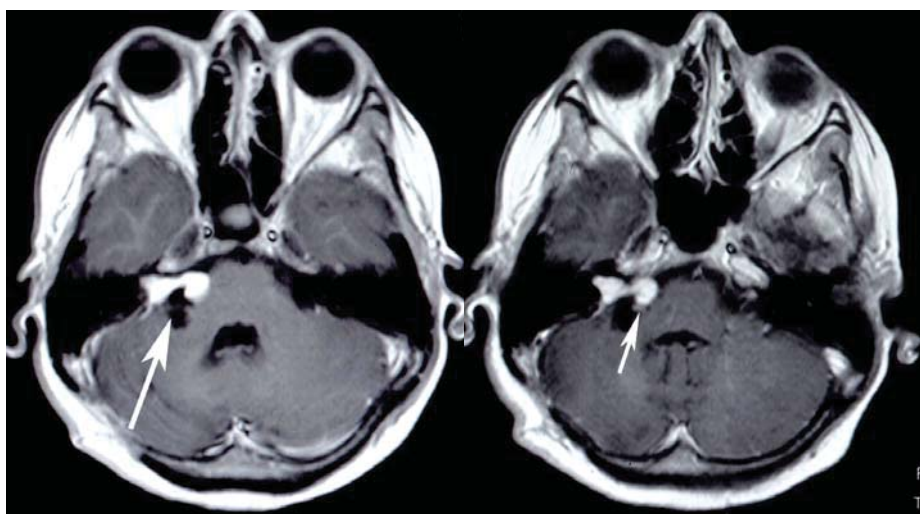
МРТ головного мозга: слева – 6 месяцев после операции (картина субтотального удаления опухоли); справа – 24 месяца после операции (стабильные размеры остаточной опухоли)
